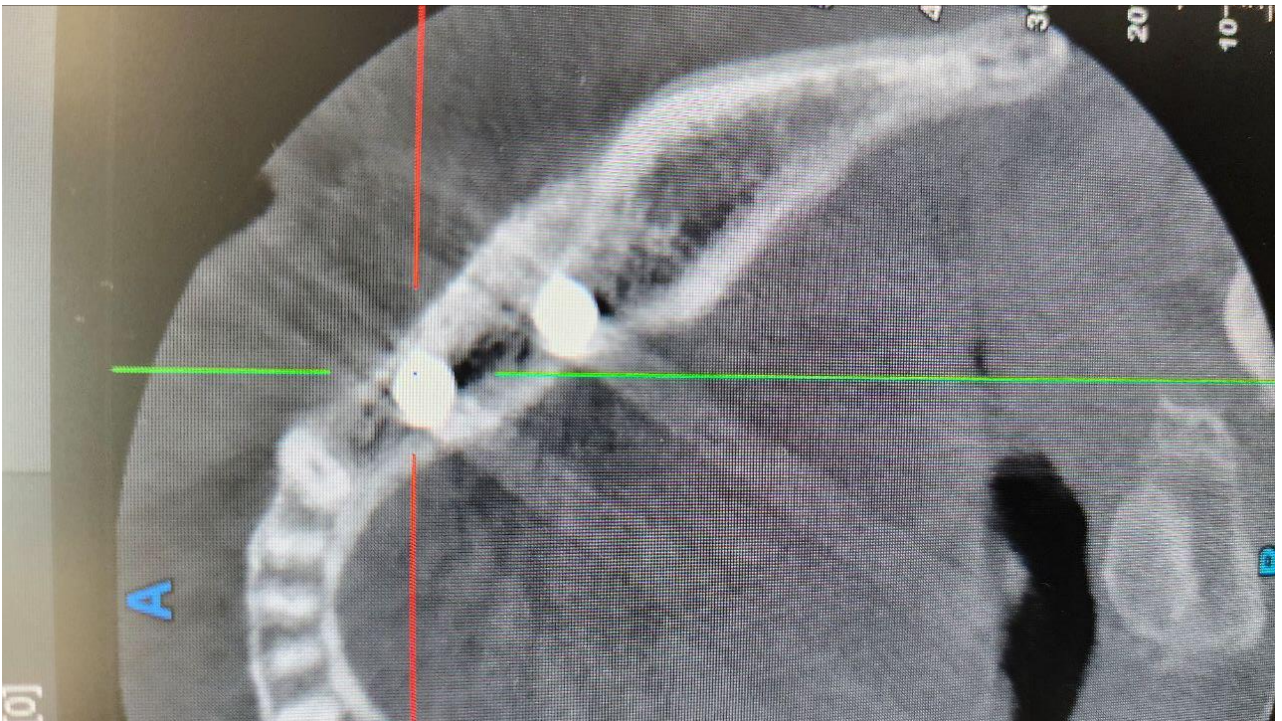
Область дентального имплантата – КТ
